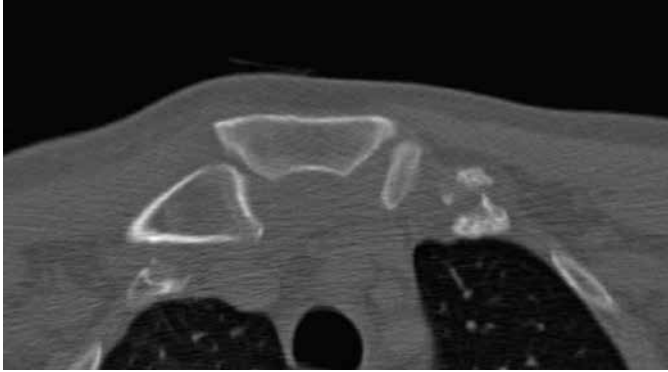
TC – dislocare sternoclaviculară posterioară a claviculei drepte [35]
